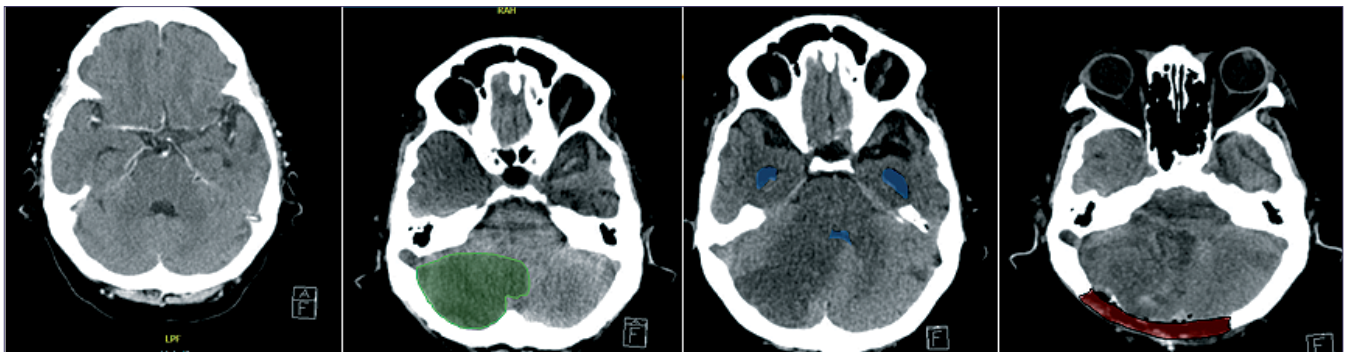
Tomografía computada, Caso 1. (A) Visión axial precoz sin evidencia de infarto, (B) Visión axial a las 48 h; (C) Visión axial a las 72 h con dilatación del asta temporal del ventrículo lateral y compresión del cuarto ventrículo; (D) Visión axial de craneotomía descompresiva suboccipital.
